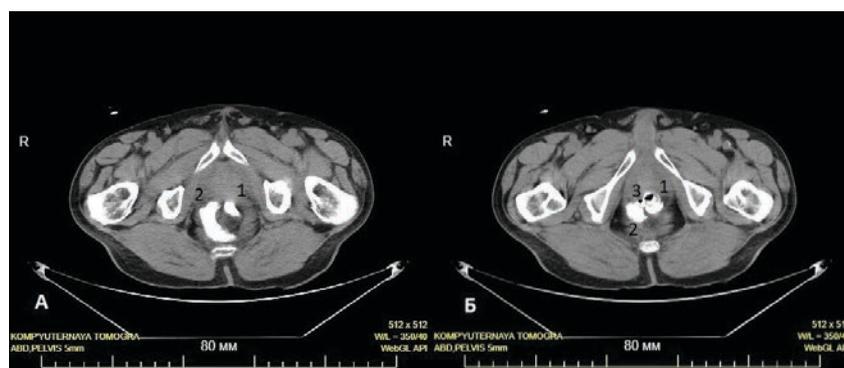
Компьютерная томография малого таза пациента Б.: А – визуализация затека контрастного вещества по ходу низведенной кишки; Б – визуализация зоны несостоятельности анастомоза. 1 – контрастированная низведенная ободочная кишка; 2 – затек контраста в пресакральном пространстве, 3 – зона несостоятельности
